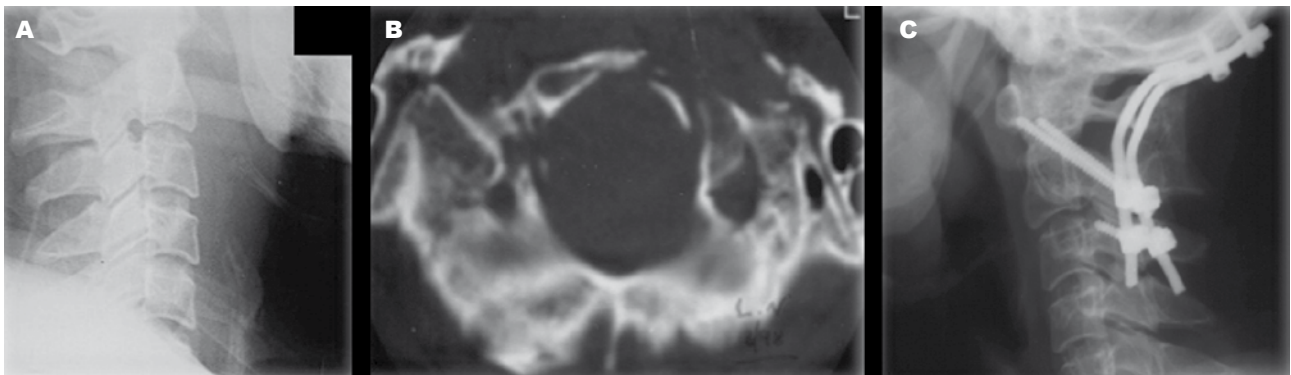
A) Rx com sinais de instabilidade antero-posterior C1-C2. B) TC com fratura-arrancamento do ligamento transverso. C) Imagem de TC axial com fratura-arrancamento do côndilo occipital direito. D) artrodese C0-C2 com instrumentação posterior e enxerto.
